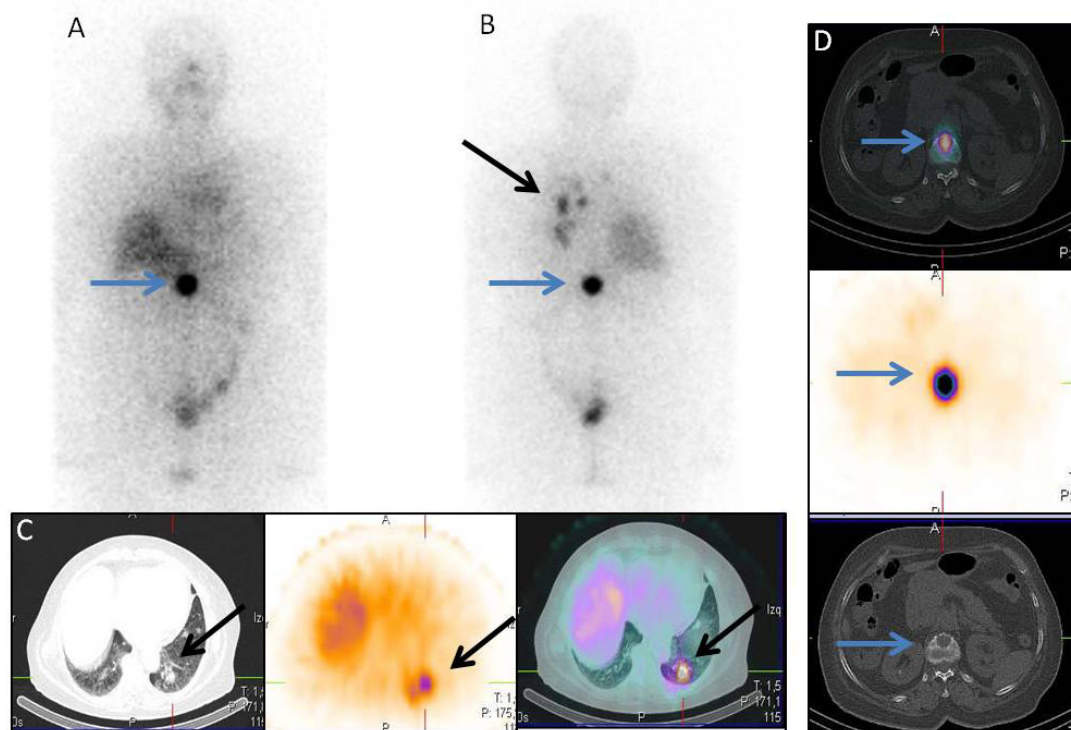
Paciente con cáncer diferenciado de tiroides metastásico: RCT con radioyodo A) en proyección anterior y B) en proyección posterior, observándose múltiples depósitos patológicos del trazador en tórax y uno en abdomen. SPECT-CT (cortes axiales del CT, del SPECT y de la fusión): C) centrado en tórax, donde se aprecian metástasis pulmonares con captación de radioyodo; D) centrado en abdomen, visualizándose una metástasis vertebral con captación de radioyodo.
